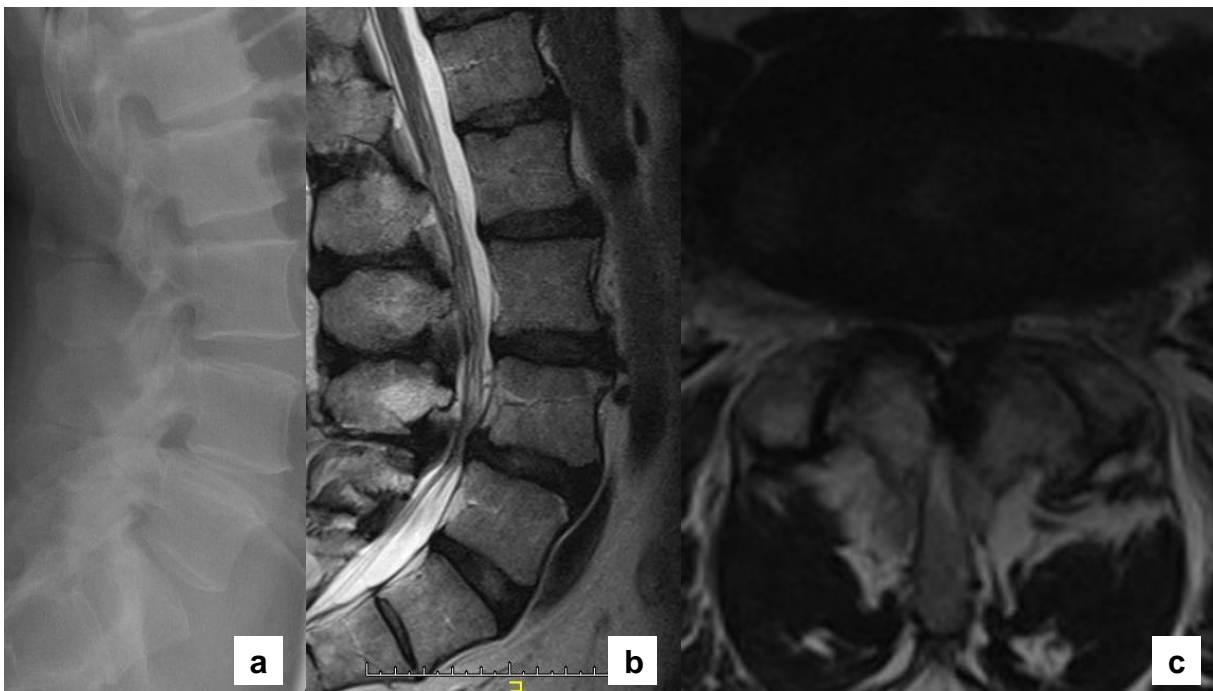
Seitliches Röntgenbild im Stehen mit Darstellung einer degenerativen Instabilität im Segment L4/5 (a). In der sagittalen MRT-Ansicht (b) des gleichen
